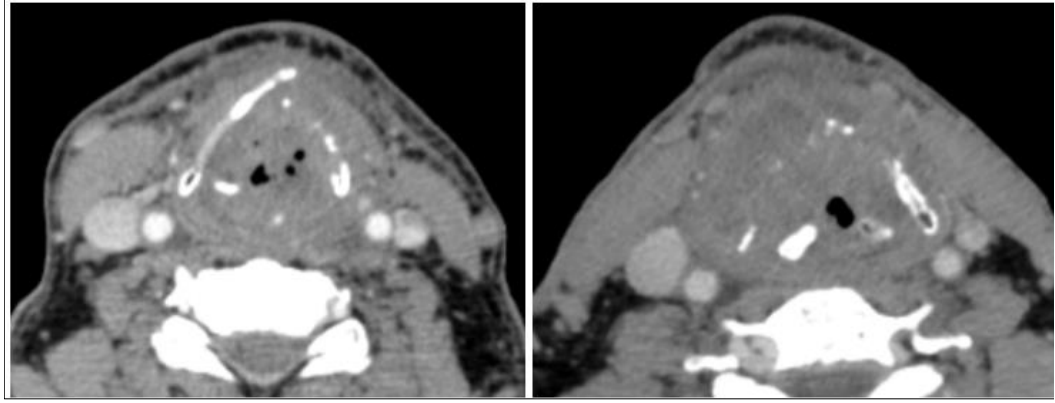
Anterior komissür invazyonu. 2 farklı olguya ait kontrastlı BT görüntülerinde tümöral invazyona sekonder anterior komissür kalınlığı belirgin artmış izleniyor.
